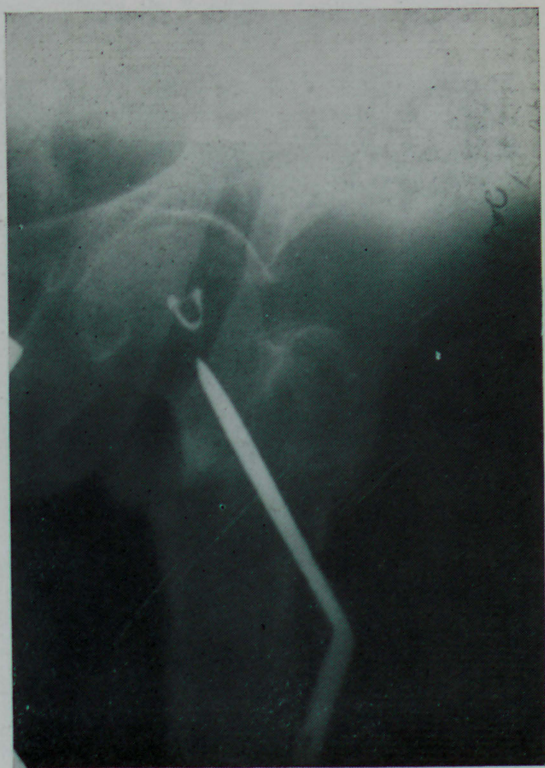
Caso 2 — Radiografia de face. Contrôlo transoperatório de introdução da placa. Transformação em fratura tipo 3.
